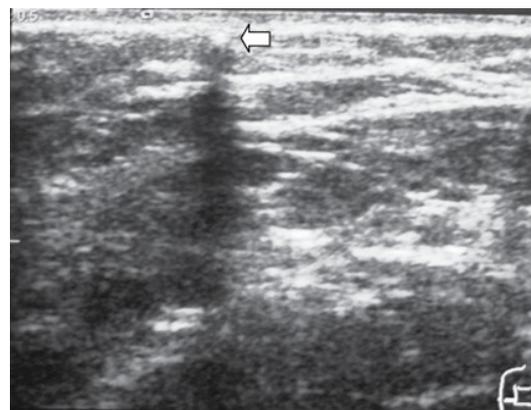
Ultrasonido de brazo, corte transversal. Imagen del implante en forma de gota.
